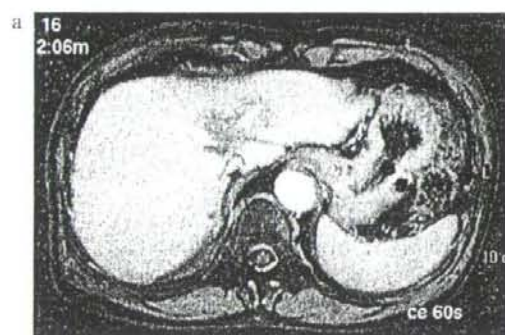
Enhanced computed tomograms (CT) show huge lesion involving IVC (a, b).
